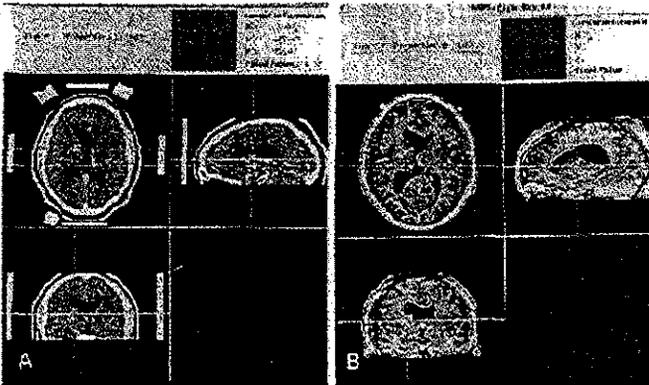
a. Imagen fusionada de diferentes imágenes medicas TAC y RM
